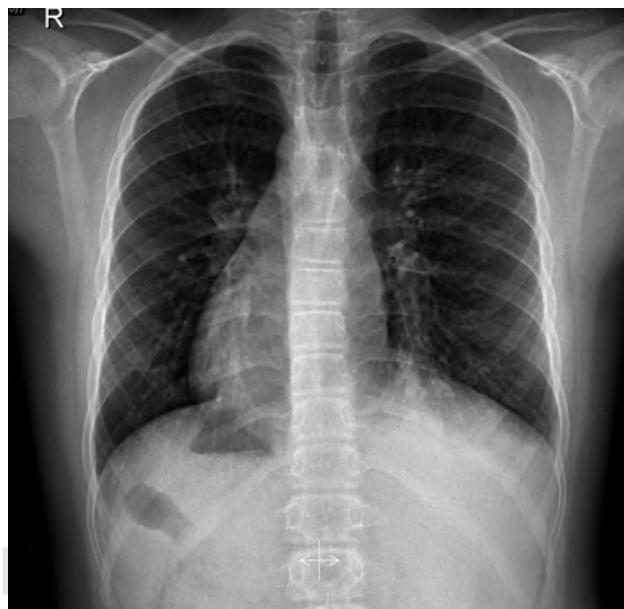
Radiografía posteroanterior de tórax en la que se observa la silueta cardíaca localizada en el hemitórax derecho, la cámara gástrica con contenido aéreo en la región subdiafrágica derecha y la sombra hepática en la región subdiafrágica izquierda y neumonía en lóbulo inferior izquierdo.
